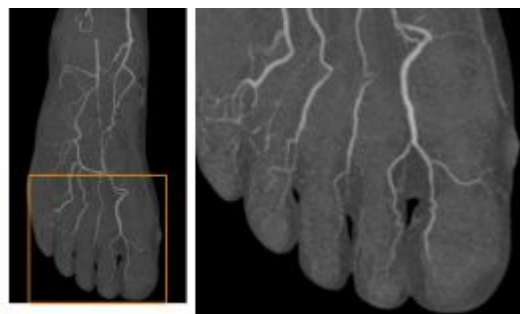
超高精細CTによる足趾動脈の描出(雑誌論文1)より引用)
